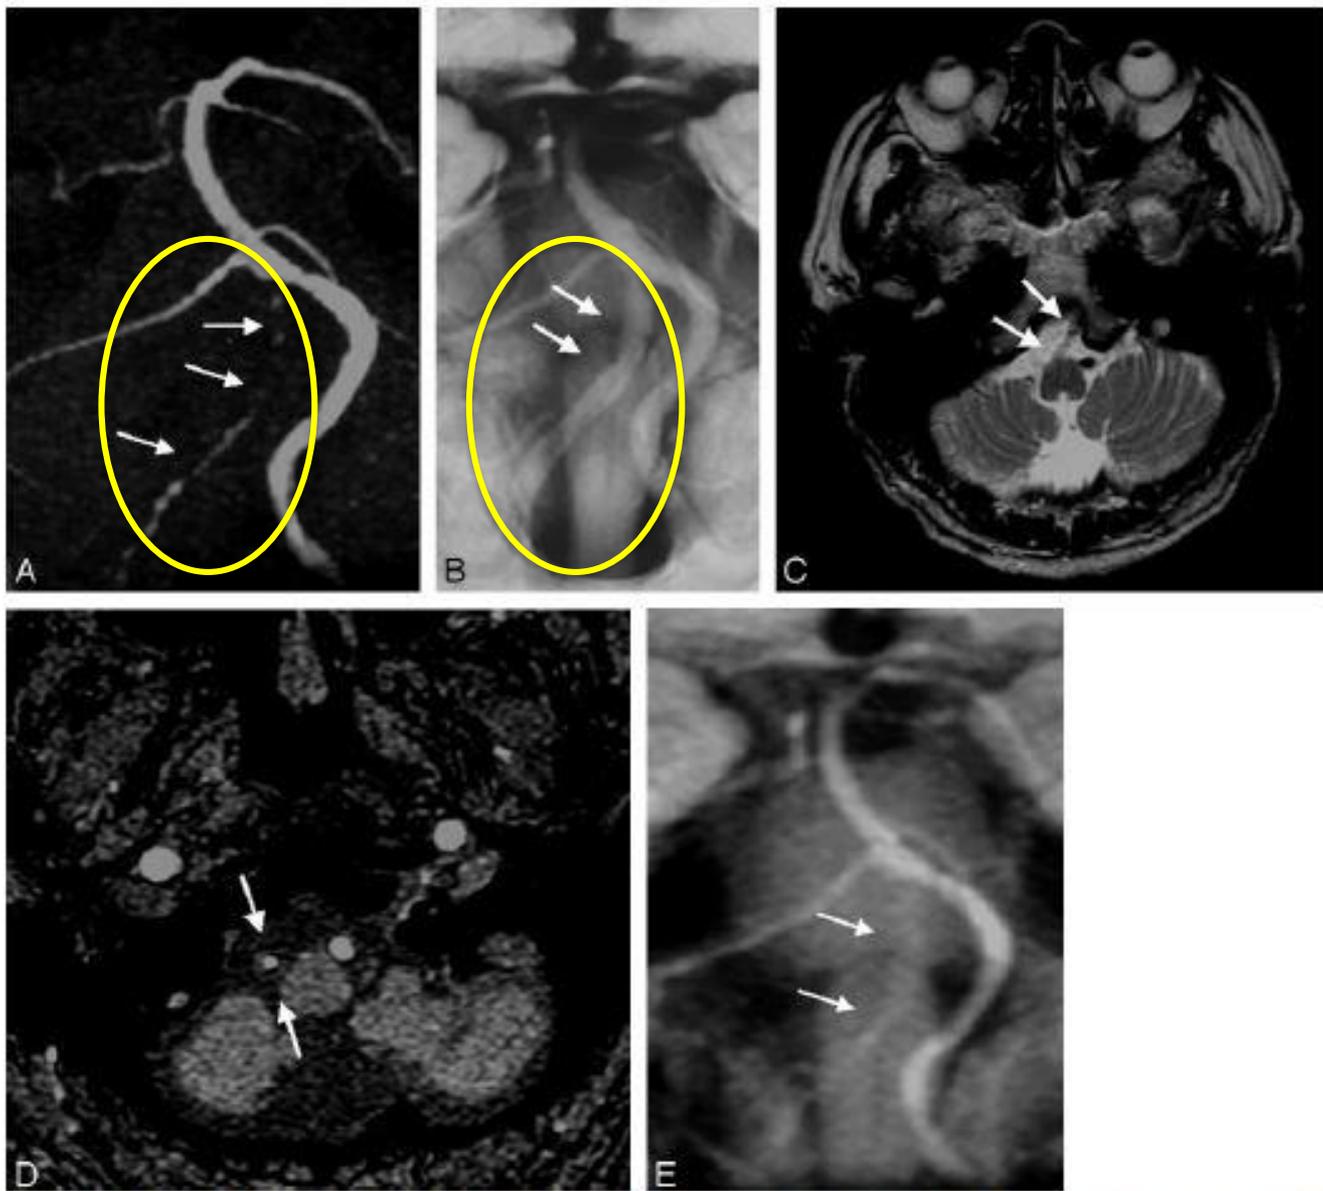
A typical case of unilateral VA "occlusive condition." Although the right VA is very narrow and not visualized clearly on MRA (A, arrows), its sufficient outer caliber is confirmed on BPAS-MR imaging (B, arrows). T2-weighted image (C) shows absence of normal "flow void" in the right VA (arrows) that suggests the arterial occlusion. A source image of 3D TOF MRA (D) and a reformatted thick coronal image (E) hardly show the outer diameter of the occluded right VA (D and E, arrows)
